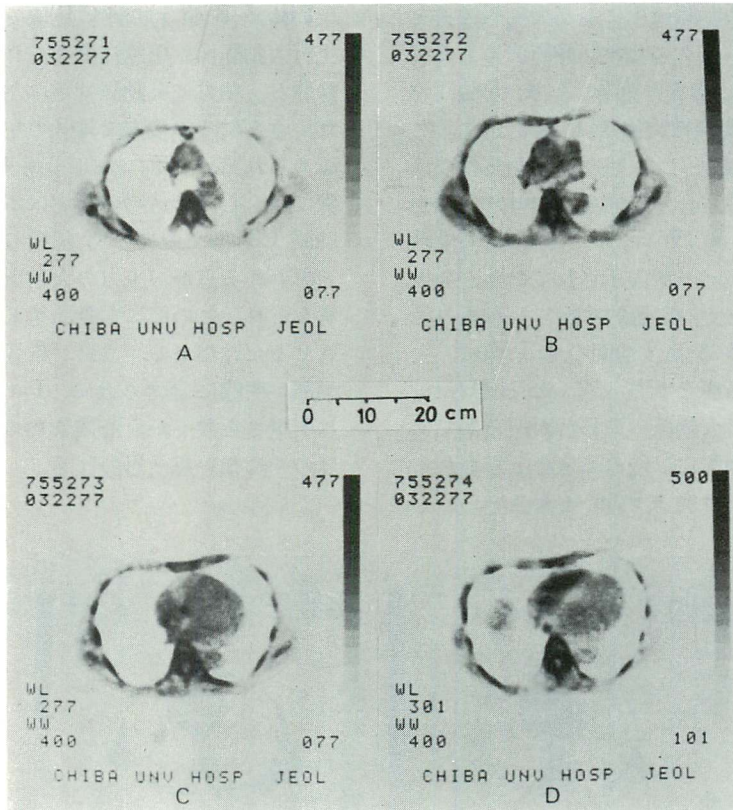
Cardiac images of CT in a case of aortic sclerosis with artificial right ventricular pacing (F. T., 65-year-old male).
